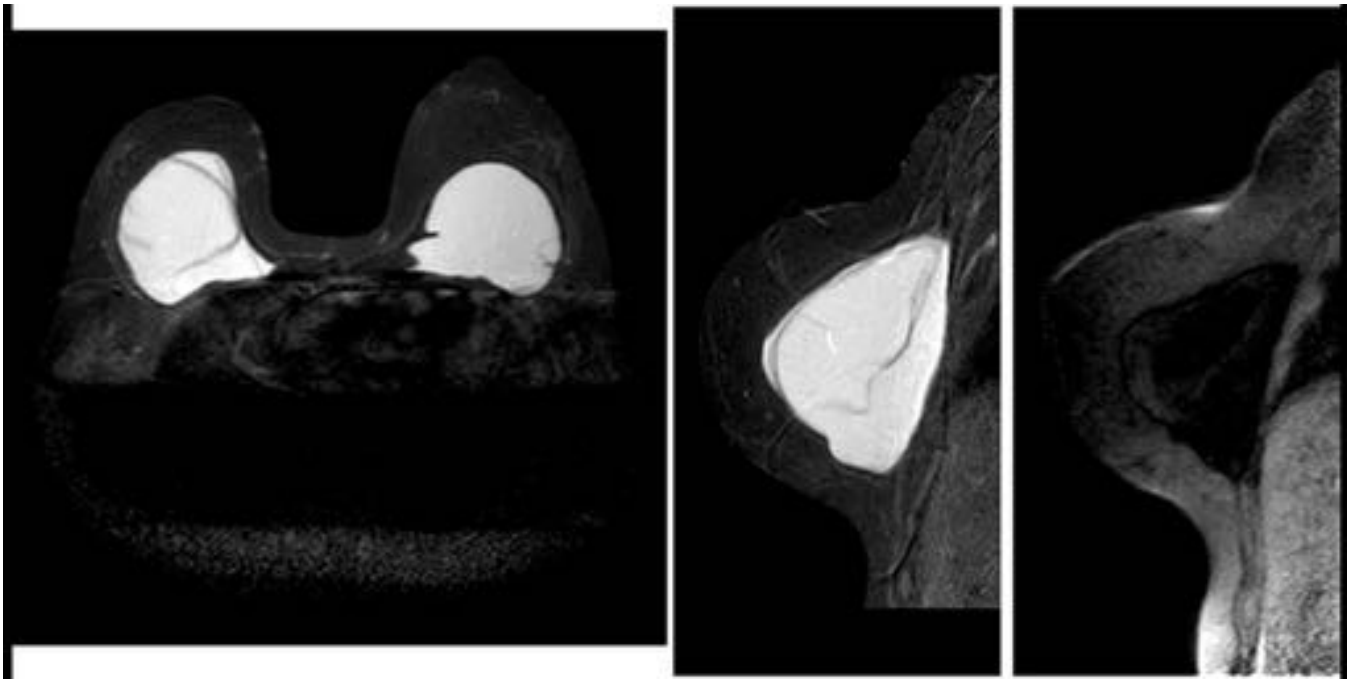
De izquierda a derecha: imágenes de secuencias STIR-FLAIR axial, STIR-FLAIR sagital, y sagital con supresión de grasa y silicona que muestran el importante despegamiento de la cubierta respecto a la cápsula en el implante derecho debido a la existencia de una considerable colección de silicona subcapsular.
